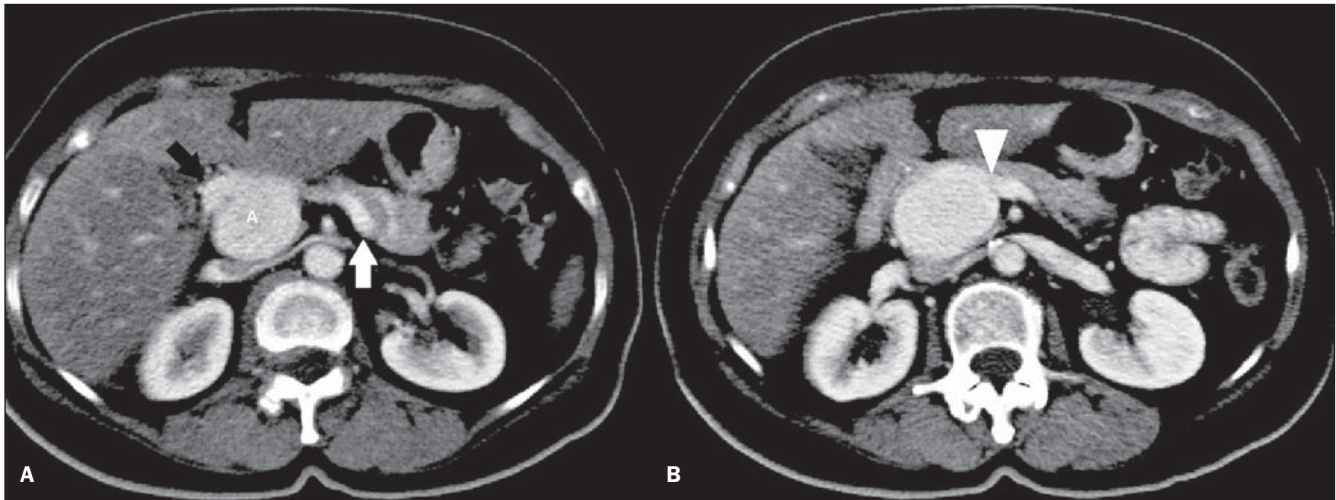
A: Tomografia computadorizada com contraste intravenoso evidenciando formação arredondada (A) na junção entre as veias mesentérica superior, esplênica (seta branca) e emergência da veia porta (seta preta), com realce semelhante a esses vasos. B: Notar a comunicação da veia esplênica com a lesão (cabeça de seta).
